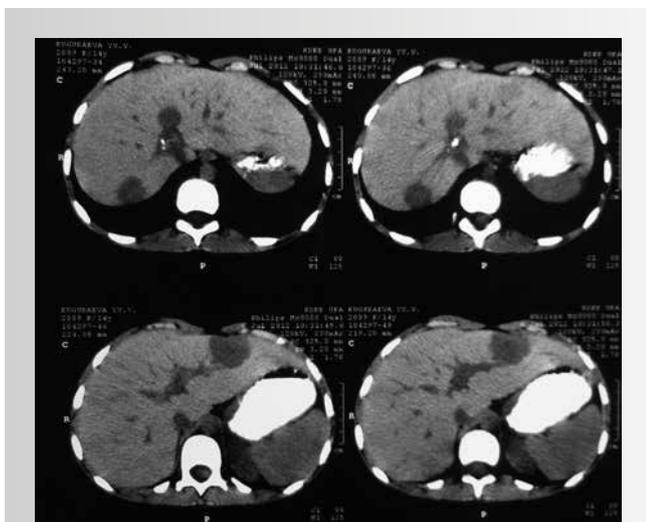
КТ ОБП пациентки К. до лечения
